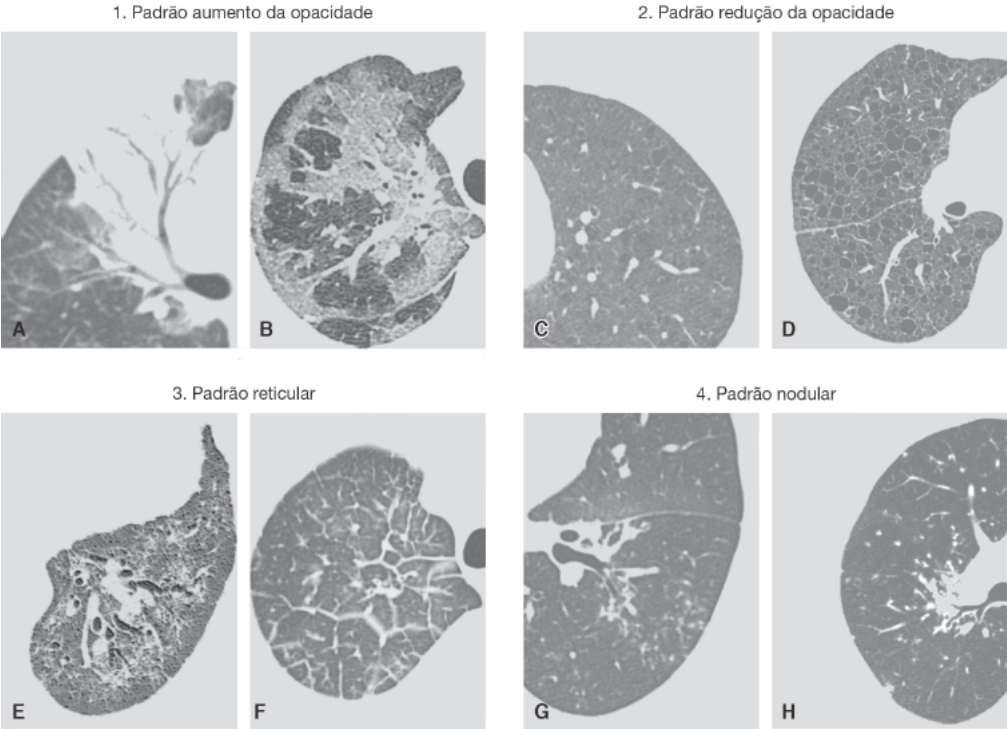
Padrões de lesões pulmonares na tomografia de alta resolução do tórax (TCAR). A. Consolidação pulmonar por pneumonia lobar. B. Vidro fosco em paciente HIV-positivo com pneumocistose. C. Enfisema centrolobular em paciente tabagista. D. Cistos em paciente com linfangioliomatose. E. Opacidades reticulares em paciente com pneumonia intersticial fibrosante. F. Espessamento septal em paciente com edema pulmonar. G. Micronódulos do espaço aéreo em paciente com broncopneumonia. H. Micronódulos perilinfáticos em paciente com sarcoidose.
